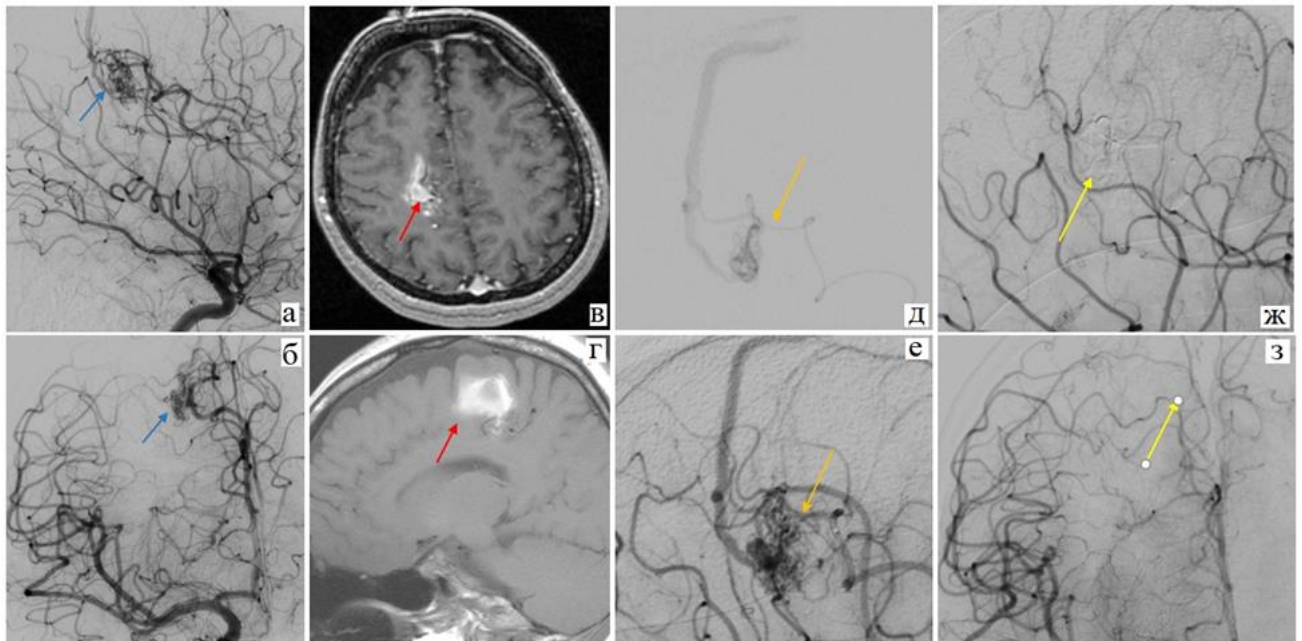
Артерио-венозная мальформация на границе правых лобной и теменной долей, 35 дней после разрыва. На предоперационных ангиограммах в боковой (а) и прямой (б) проекциях визуализируется узел мальформации (синяя стрелка); на МРТ головного мозга перед операцией (в, г) визуализируется лизирующая внутримозговая гематома (красная стрелка) кпереди от узла мальформации; проведена суперселективная катетеризация афферента АВМ (д, е) с интранидальным позиционированием кончика микрокатетера с отделяемой дистальной частью (оранжевая стрелка); тотальная эмболизация мальформации (ж, з) неадгезивной композицией Phil (желтая стрелка).
